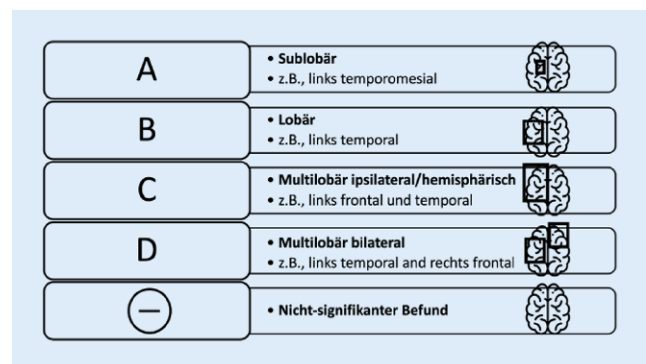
P 106 ▲ Grad der intermodalen Kohärenz zwischen VSB, ISAS und kFH. Gezeigt ist die Einteilung der VSB und ISAS Befunde nach Kategorien. kFH klinische Fokushypothese, VSB Visuelle SPECT-Befundung, ISAS interiktale SPECT-Analyse mittels SPM
